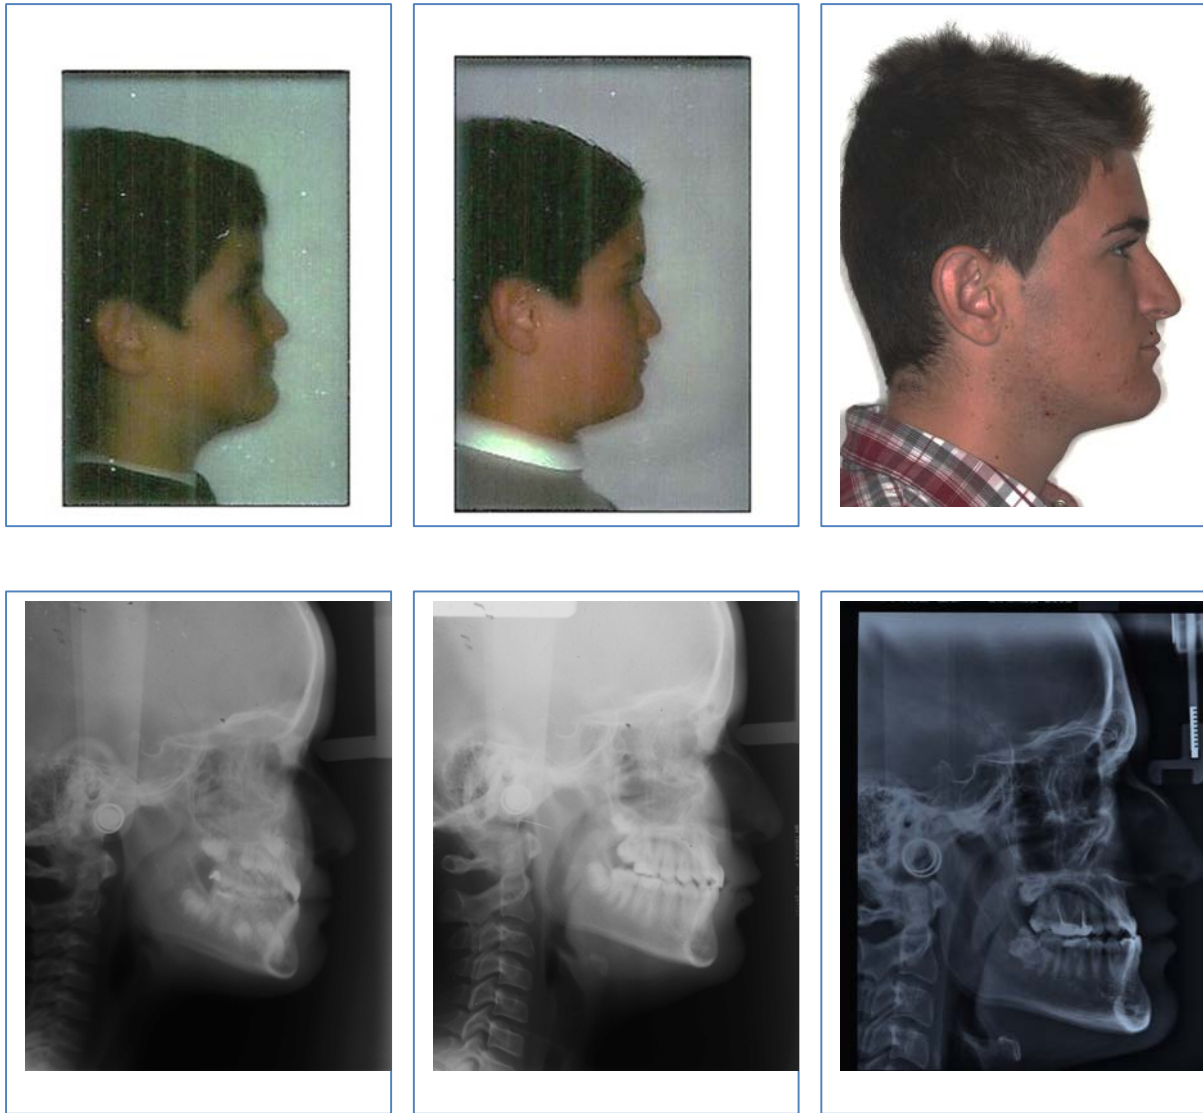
Paciente varón de la muestra de clase III con fotos y telerradiografía lateral de cráneo en T0, T1 y T2.
